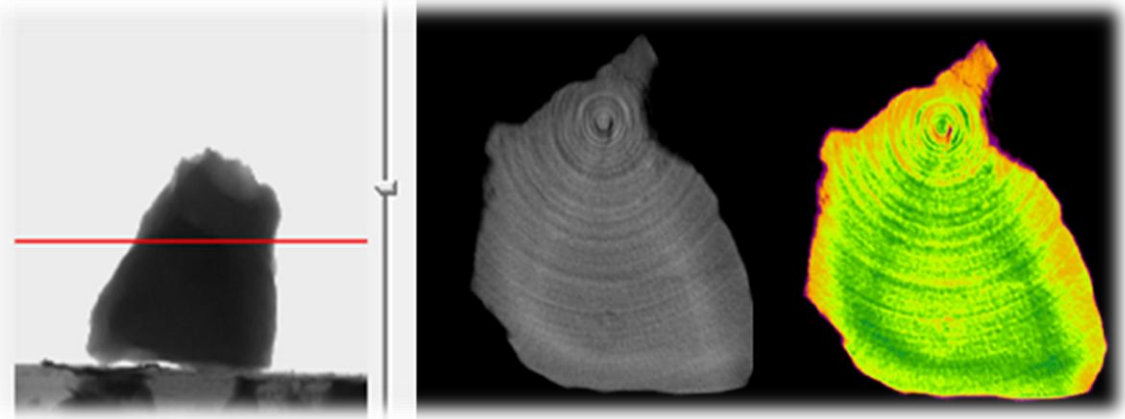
Mikro CT de minerallerin atenüasyon değerleri
